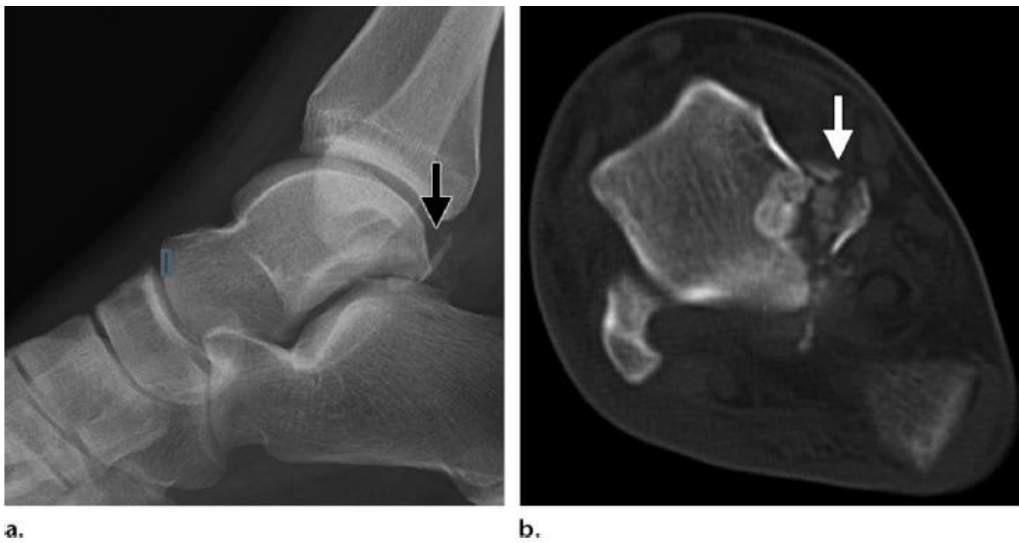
(a) Radiographie du pied droit : incidence de profil, montrant des petits fragments osseux postérieurs à l'astragale (flèche). (b) Scanner du pied droit en coupe axiale montrant la fracture du processus postérieure (flèche) ainsi que l'étendue et le degré de comminution. [57]
